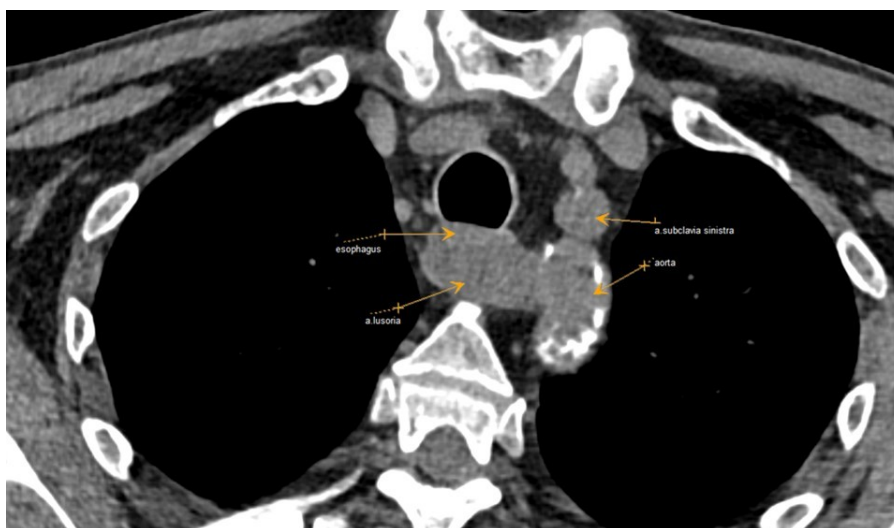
Пациент А. 1955 г.р., аксиальная проекция КТ органов грудной клетки
